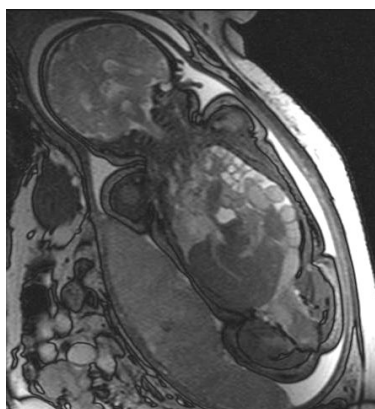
Hernia diafragmática izquierda. Resonancia magnética.
